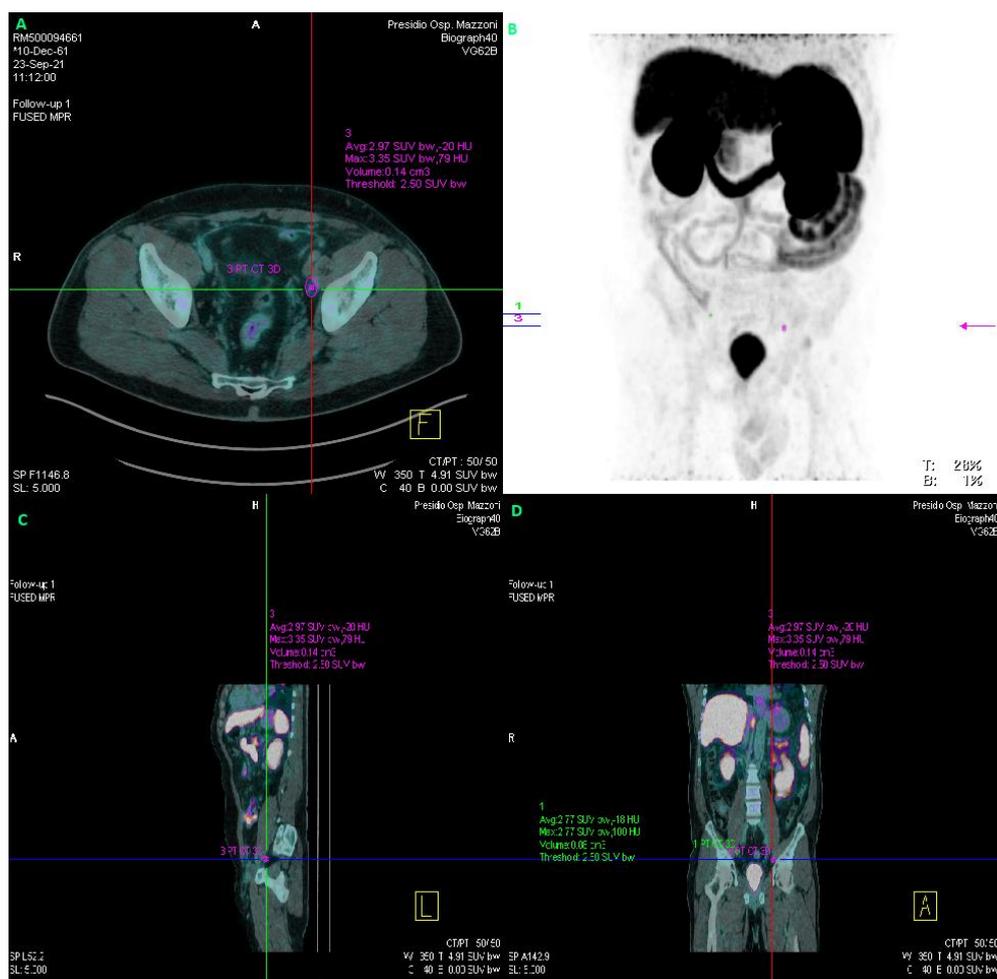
CASO CLINICO 1. Riquadri A (assiale), C(sagittale), D(coronale) rappresentano le ricostruzioni FUSED MPR della PET/CT-2; B) 3D MIP della PET/CT-2
